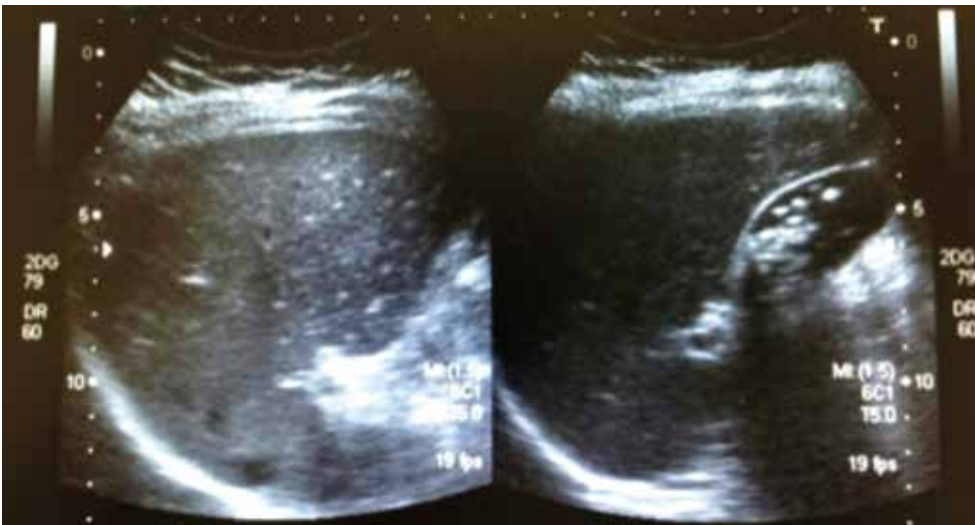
Ecografía hepatobiliar que muestra vesícula biliar con múltiples cálculos (nótese la sombra acústica posterior).
